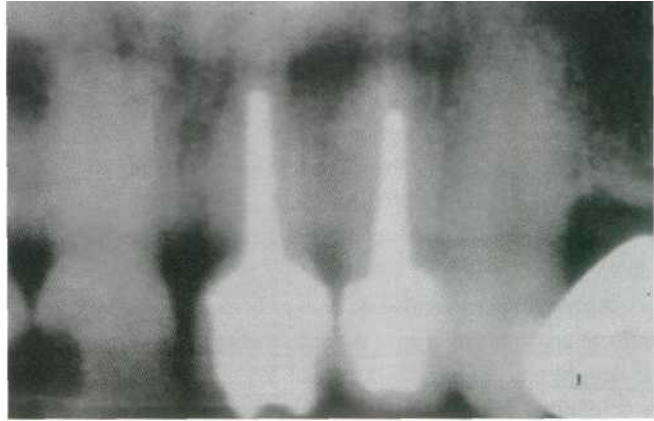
Patología periapical en el 2.1 y 2.2 que presentan una gran reconstrucción coronaria.
